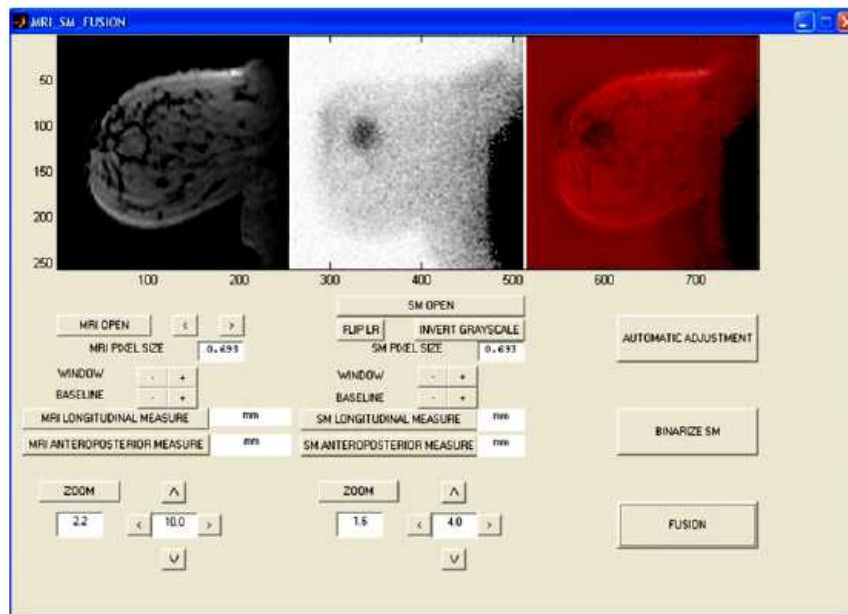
Environment of the software developed to realize MRI/SM fusion. Above are three visualization windows (MRI, SM, and fusion). Below, the following modules are presented: MRI open, SM open, MRI change slices, zoom and position adjustment for MRI and SM.
